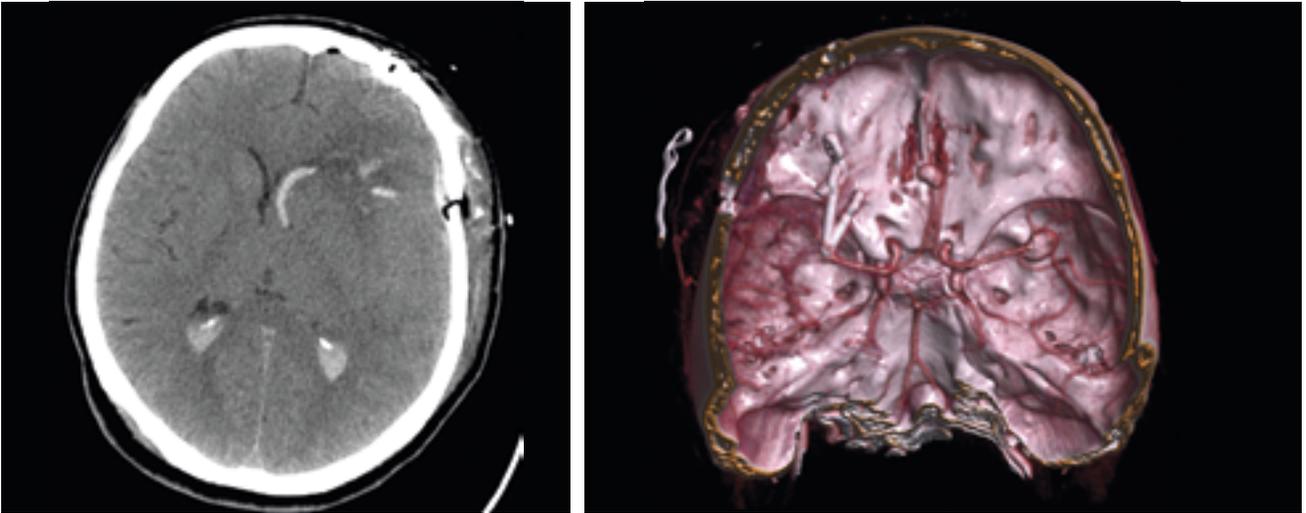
МСКТ головного мозга пациентки М. (нативное исследование и ангиограмма) 1-е сутки после операции. Гематома левой лобной доли удалена, разорвавшаяся аневризма средней мозговой артерии слева заклипирована (не контрастируется).
